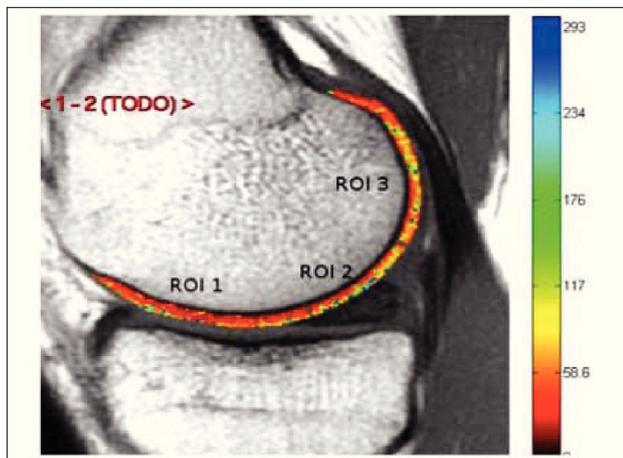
RM con Mapa T2 de cartílago de cóndilo femoral.
